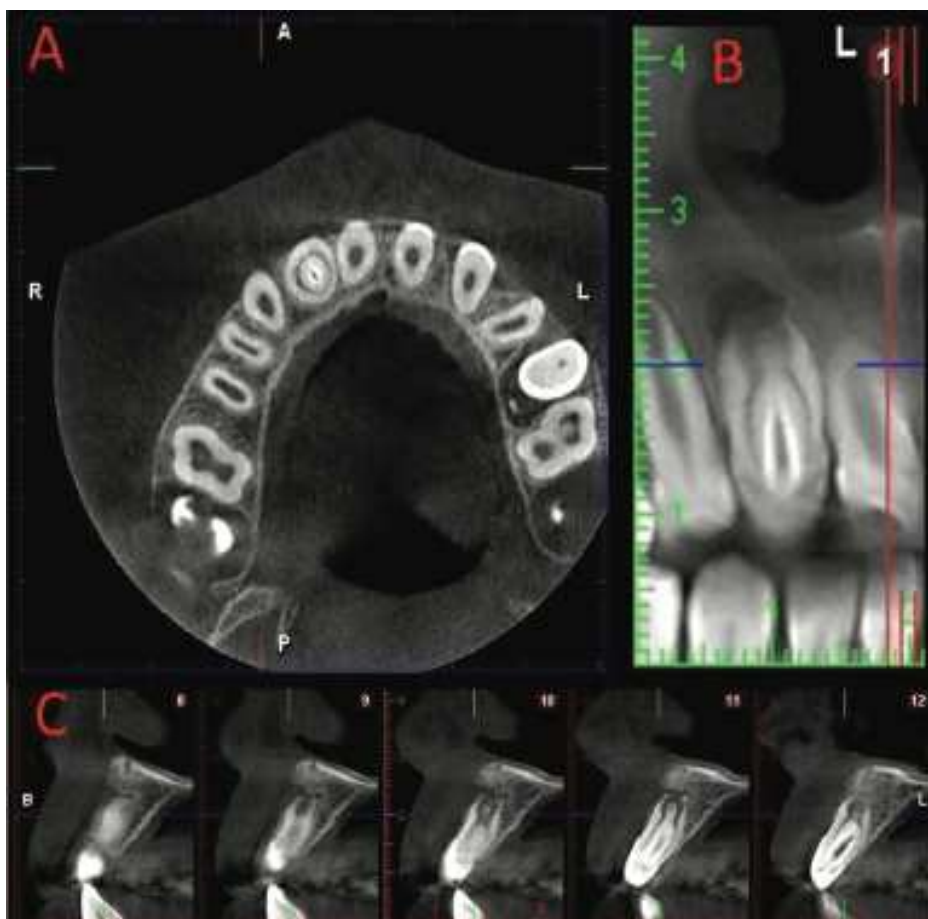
Images tirées du CBCT. [33]
